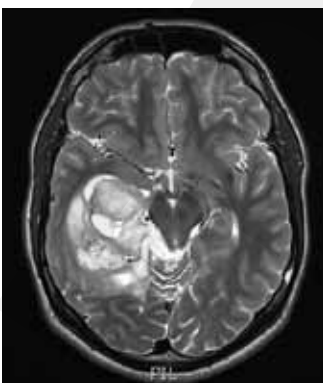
T2- und T1-gewichtete MRI Bilder
